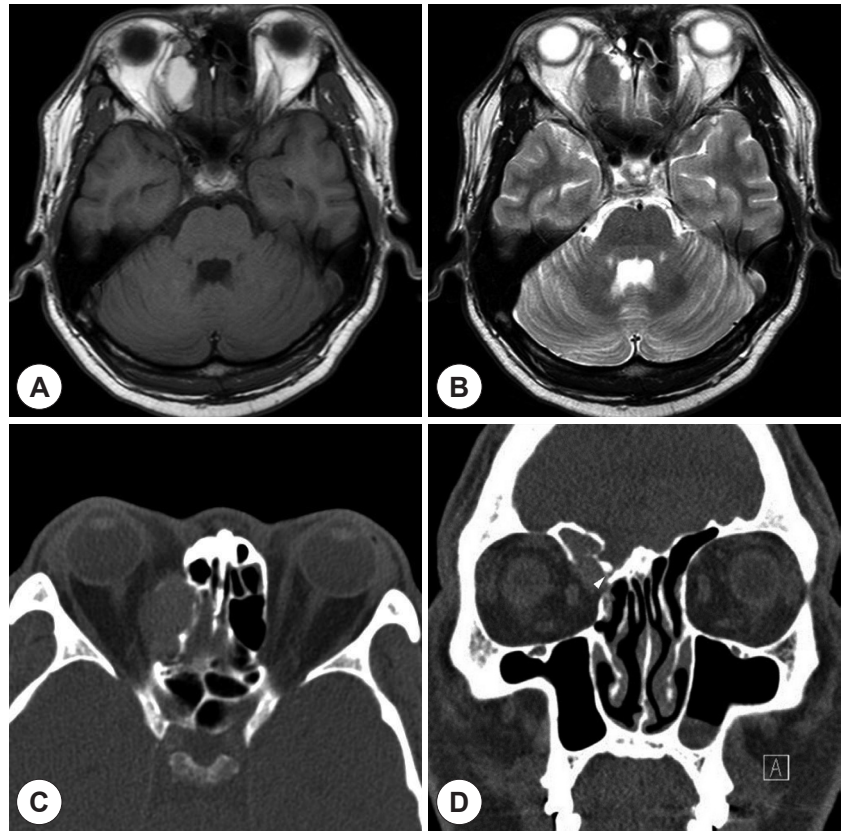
Preoperative images. Brain MRI axial images show right frontoethmoidal homogenous lesion with high signal intensity (SI) on T1 weighted image (WI) (A) and intermediate SI on T2 WI (B). Non-enhanced paranasal sinus (PNS) CT shows of right frontoethmoidal sinus expansile lesion with erosion of lamina papyracea which is mildly compressing the superior oblique muscle on axial image (C) and broken lateral lamella (arrowhead) on coronal image (D).
